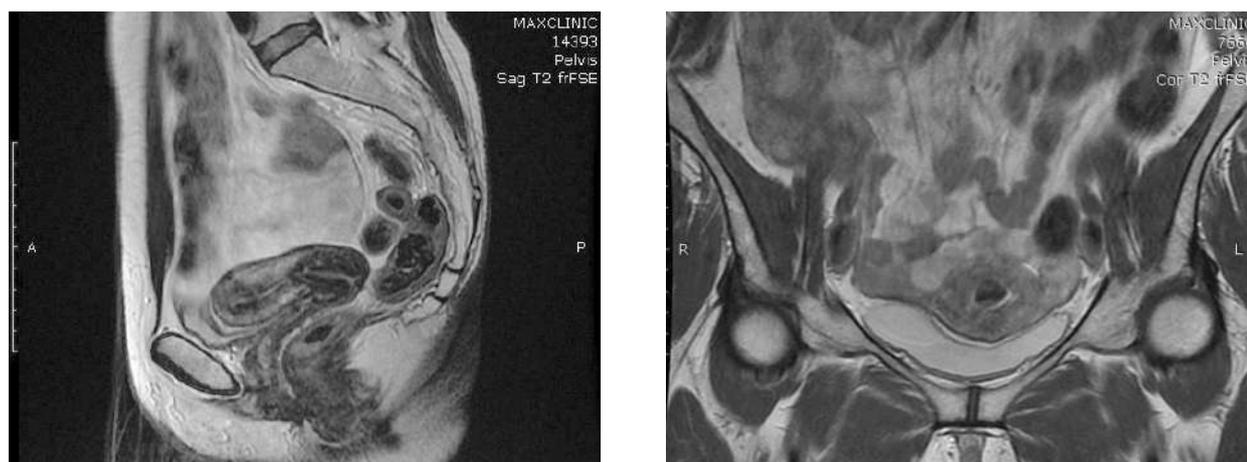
Данные МРТ ОМТ через 3 месяца после проведения процедуры: по передней стенке матки ближе к дну определяется миоматозный узел, структура умеренно неоднородная за счет наличия небольших очагов геморрагического пропитывания, размерами 1,5*1,6*0,9 см
